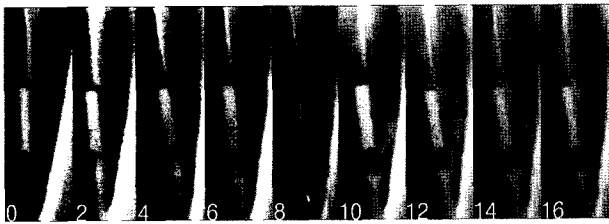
Serial radiograph of union case in defat-freezing group (0~16 weeks after graft).
